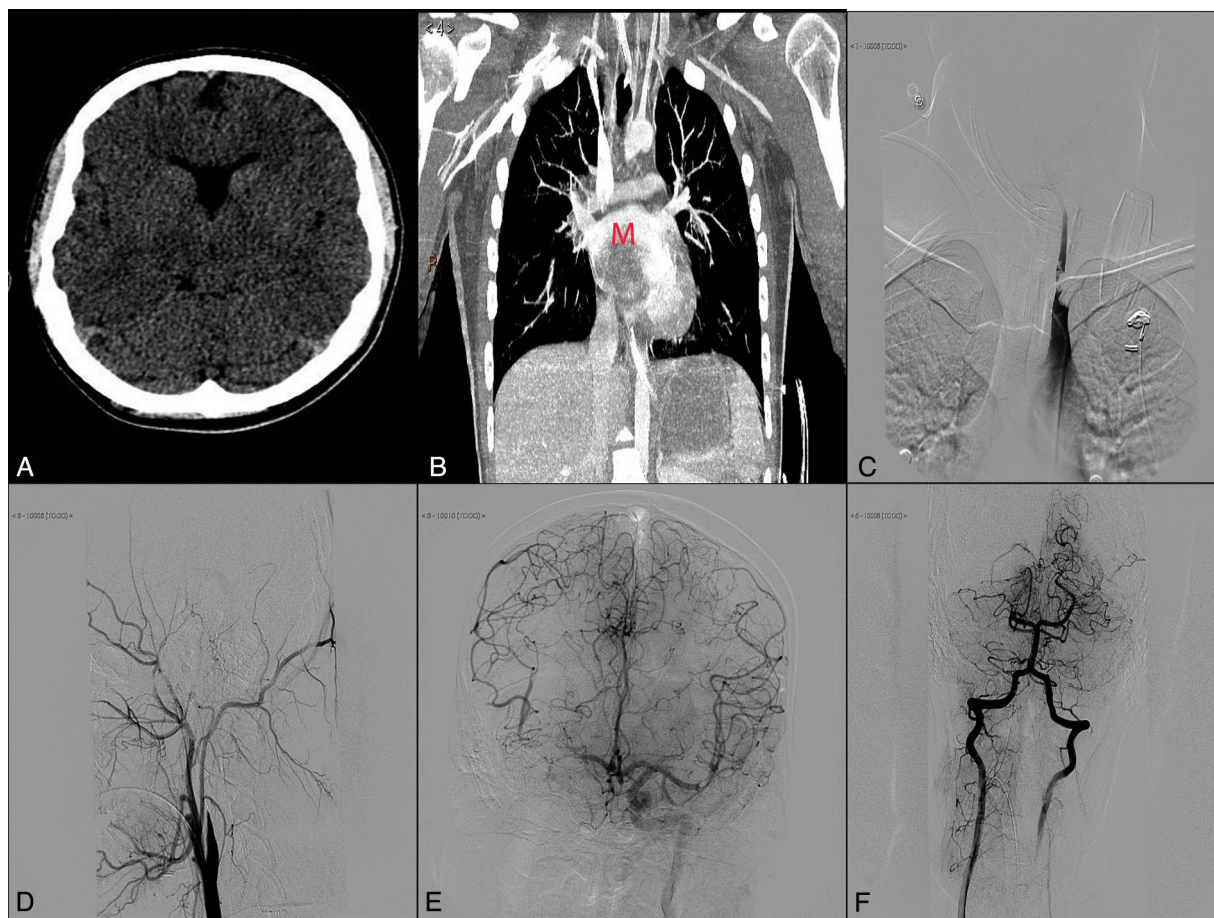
A) TAC simple inicial corte axial. B) Angio-TAC de tórax donde se aprecia una masa intracardiaca marcado con la letra M. C) Trombo en arteria subclavia y vertebral izquierda. D) Arteriografía en proyección lateral con oclusión de arteria carótida interna derecha. E) Arteriografía de arteria carótida interna izquierda en proyección antero-posterior donde aparece trombo en bifurcación de M2 de ACM izquierda e importante circulación colateral pial hacia hemisferio derecho. F) Arteriografía de AV derecha, con relleno retrógrado de arteria vertebral izquierda y oclusión de P1 de ACP derecha.
